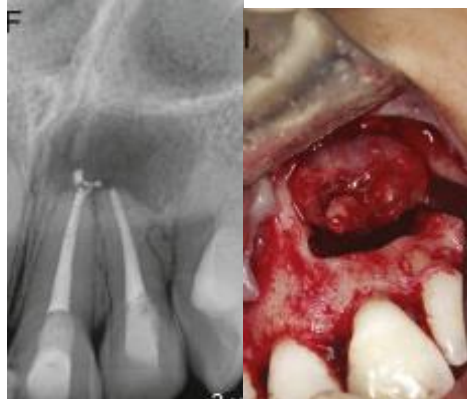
Radiografía después de 3 años del tratamiento de conductos y exposición de tejido patológico que se extrajo junto con los 2 ápices radiculares (48).
